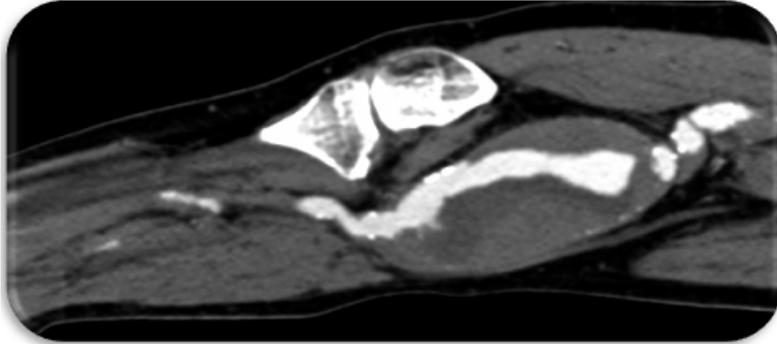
Angiotomografía de miembro inferior derecho. Donde se aprecia tumoración de 7 x 4 cms, de arteria poplíteo-tibial (miembro inferior derecho) que se extiende desde el tercio distal del muslo hasta la región poplíteo-tibial y tercio proximal de la pierna. Bordes calcificados y escaso paso de contraste distal a la arteria poplíteo-tibial. Aneurisma poplíteo-tibial derecho Trombosado
